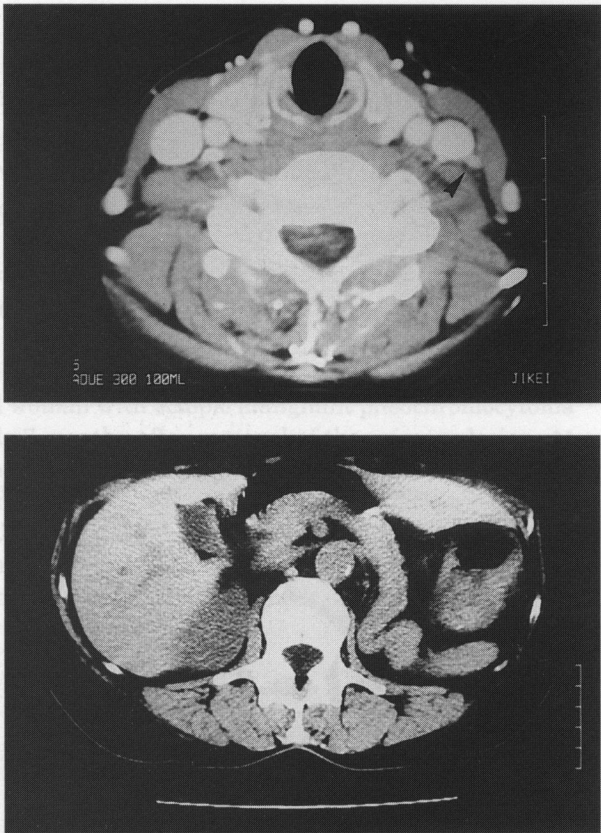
CT scans of the cervix and abdomen showing no tumor mass in the cervical lymph node or liver just after 3 courses of CVD chemotherapy.
